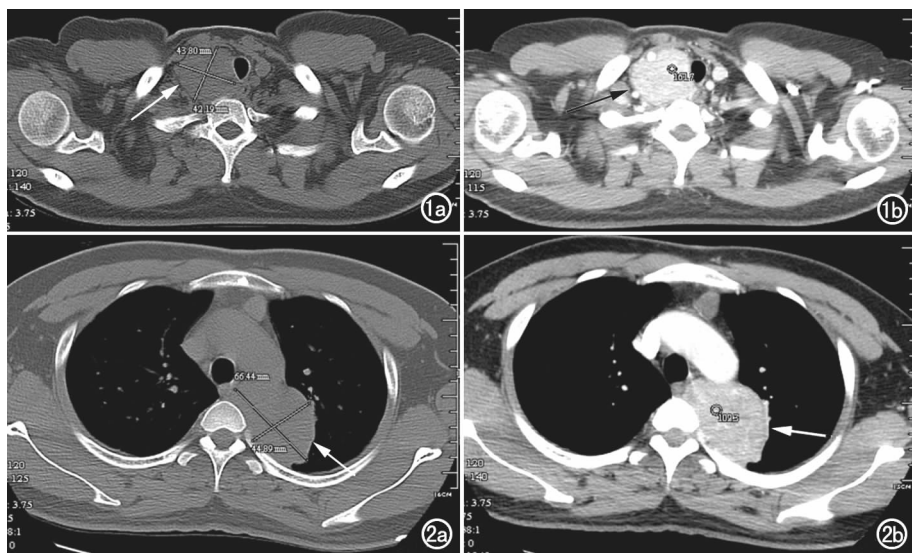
颈部副神经节瘤。a) 平扫 CT 肿块 (箭) 示肿块位于右侧甲状腺下极旁, 包膜光整, 边界清晰。CT 值约 45.3 HU; b) 增强扫描示肿块强化明显 (箭), CT 值约 161.7 HU。图 2 胸腔后纵隔副神经节瘤。a) CT 平扫示肿块位于右上胸腔后纵隔。肿块包膜光整 (箭), 大小约 6.64 cm×4.49 cm, 肿块-肺界面清晰, 平扫 CT 值约 48.6 HU; b) 增强扫描示肿块强化明显 (箭), CT 值约 109.3 HU, 内密度不均匀, 可见小囊样坏死区。
